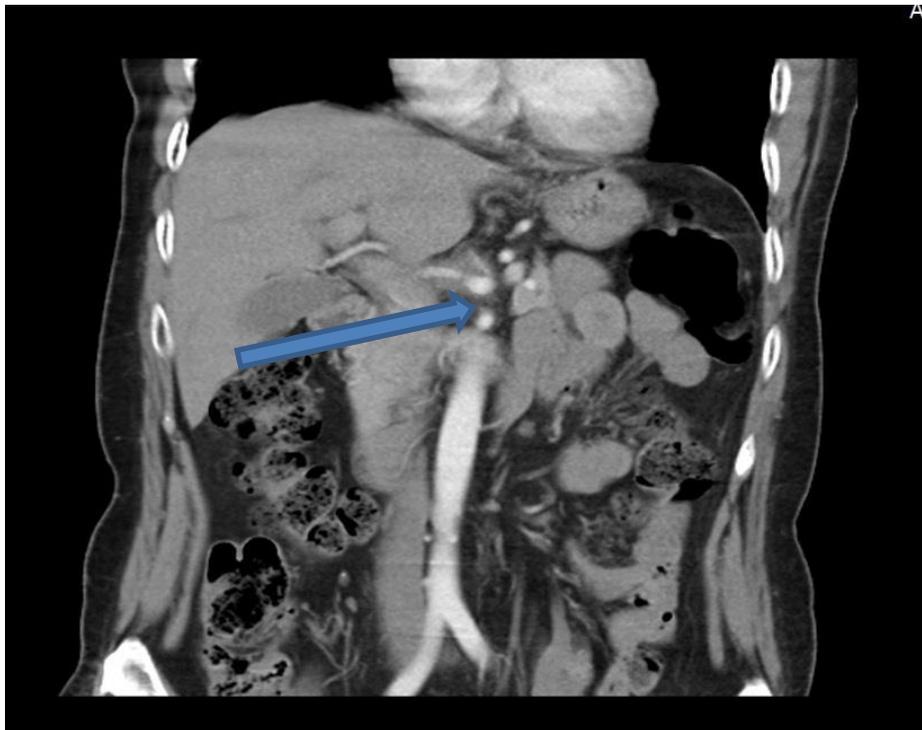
КТ ОЧП фронтальна проекція. Пухлина тіла ПЗ з інвазією в загальну печінкову артерію та ліву шлункову артерію.
